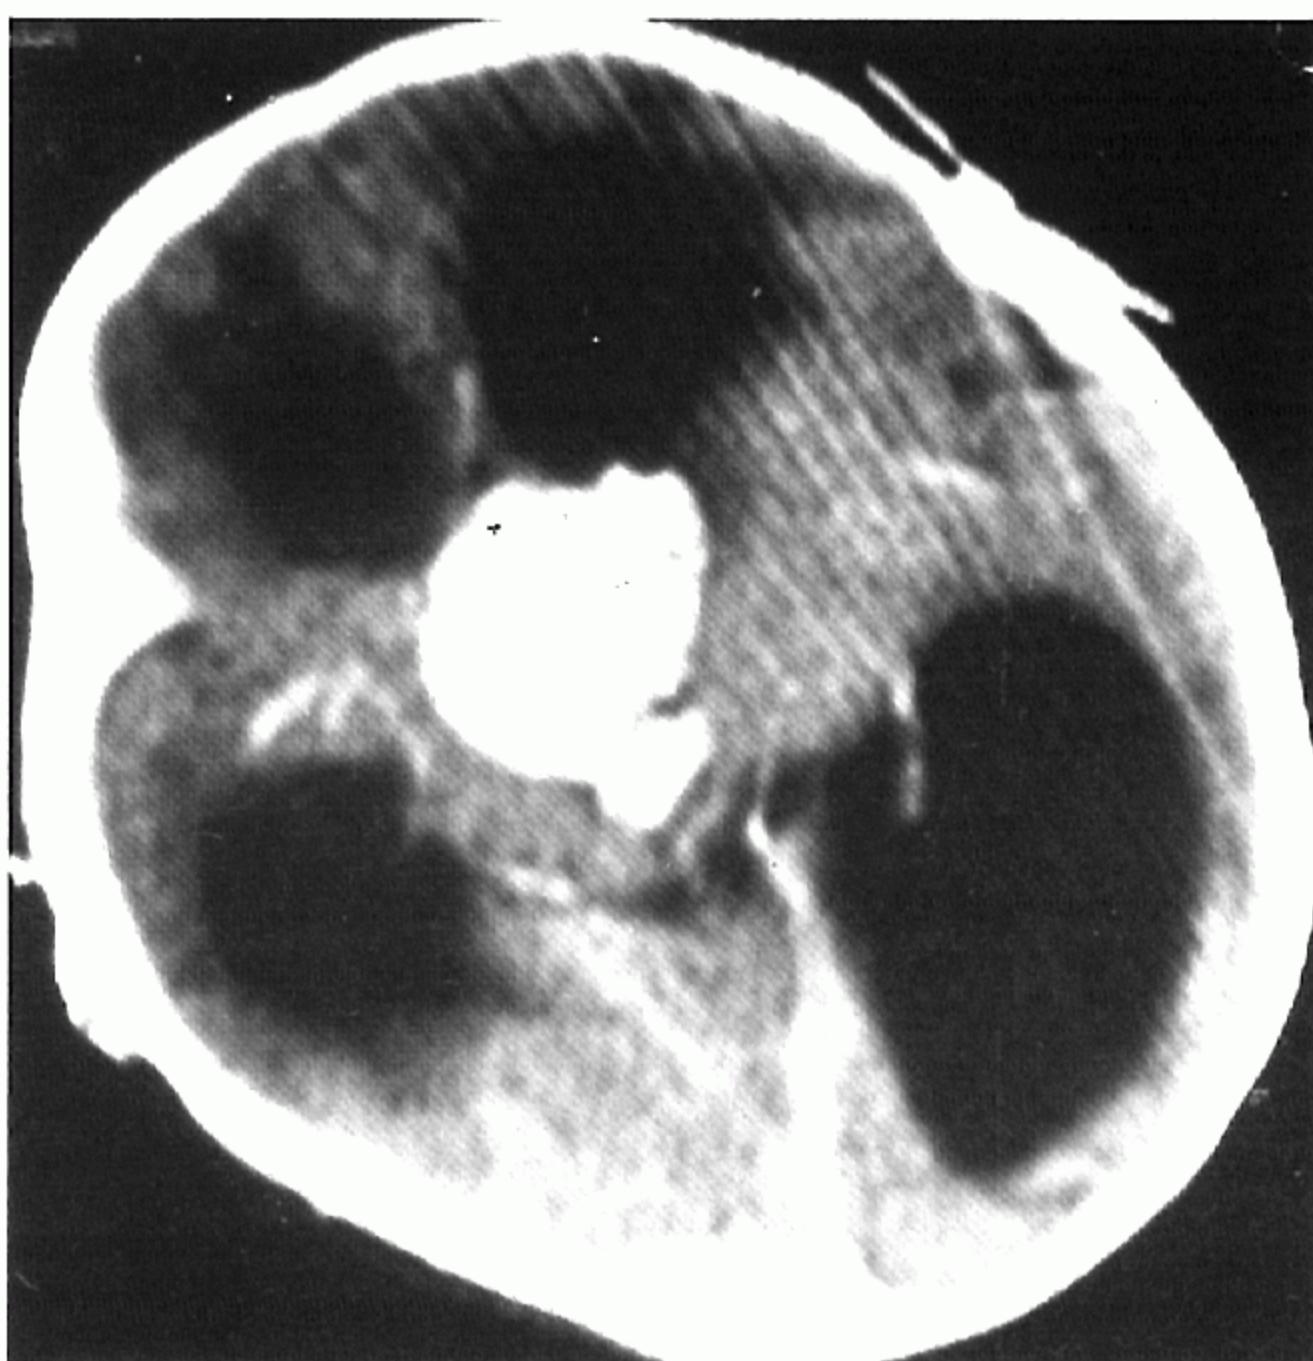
Post contrast brain CT scan shows a striking enhancing papillary mass on the third ventricle and marked enlargement of both lateral ventricles(Case 1).
